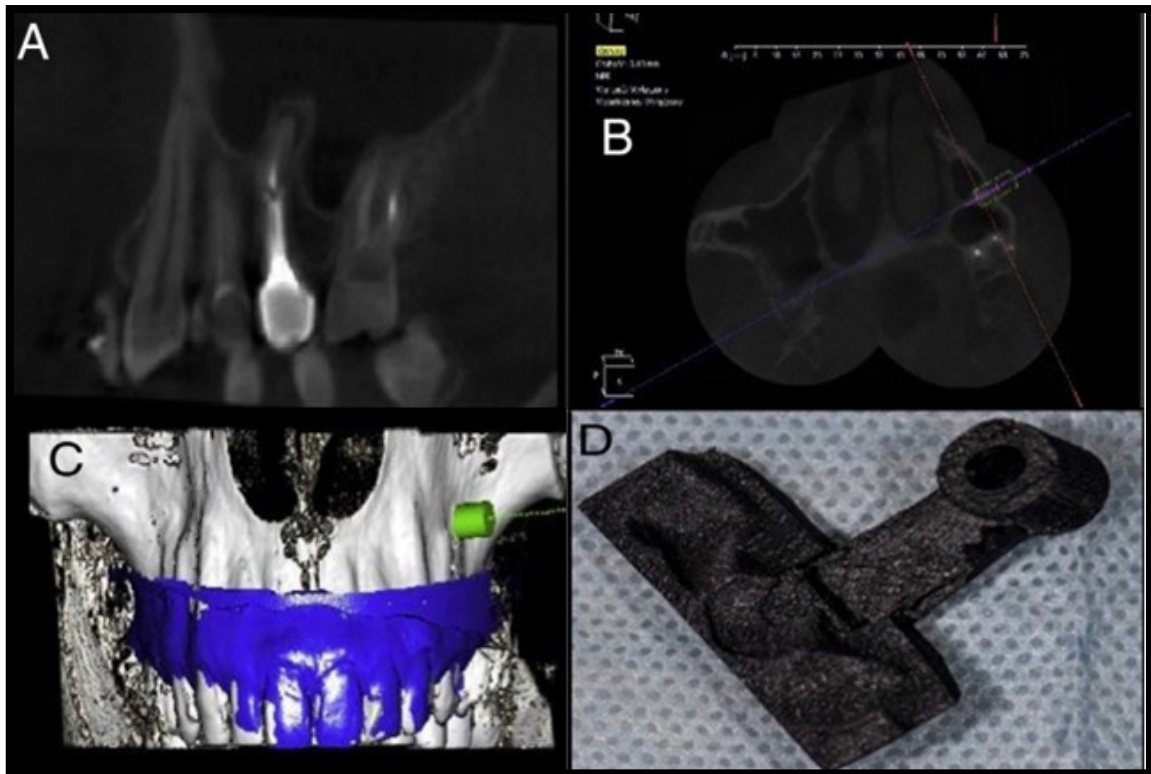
(A)Visão sagital pré-operatória do CBCT do segundo pré-molar superior esquerdo com área radiotransparente no ápex e a cavidade do seio maxilar pneumatizado ao redor. (B e C) Imagens do diâmetro e direção de uma guia cirúrgica 3D (3DSG) visualizadas com o *software* de planejamento DDS-Pro. (D) A 3DSG impressa. Adaptado de: Popowicz et.al., 2019.
